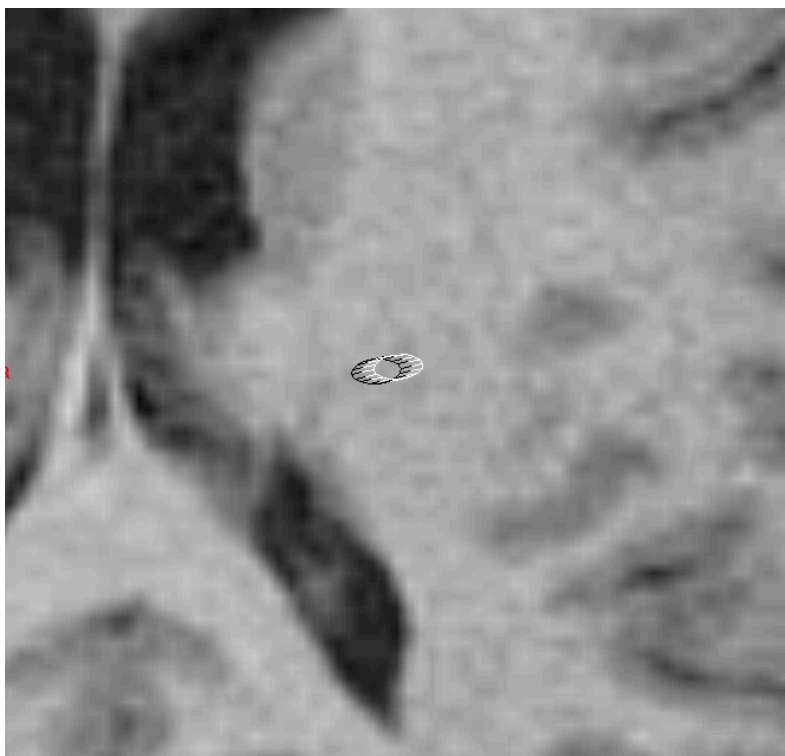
Imagen axial de resonancia magnética del encéfalo magnificada donde se pueden apreciar la forma real que tendría una trayectoria cuando atravesara este corte. Imagen cedida por el Grupo de Epilepsia del Hospital Ruber Internacional de Madrid.
